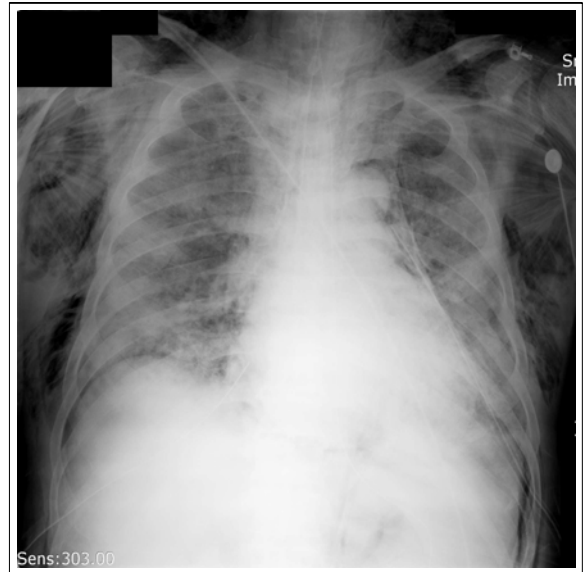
Chest radiography after tube
